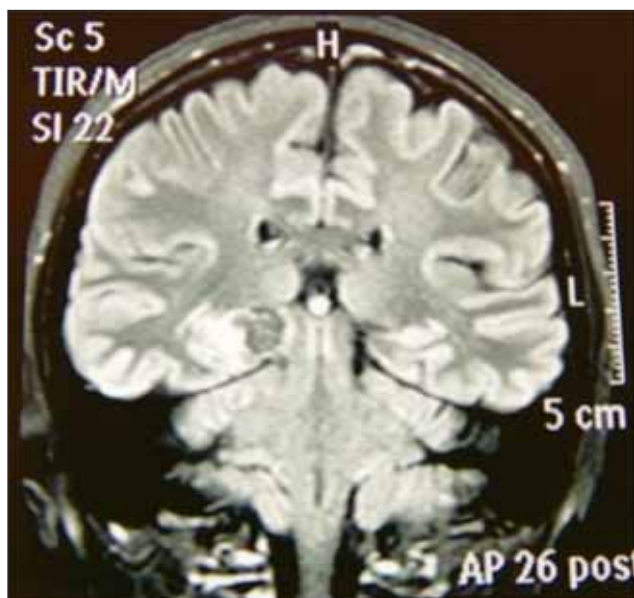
RMN-ul cerebral din aprilie 2015
